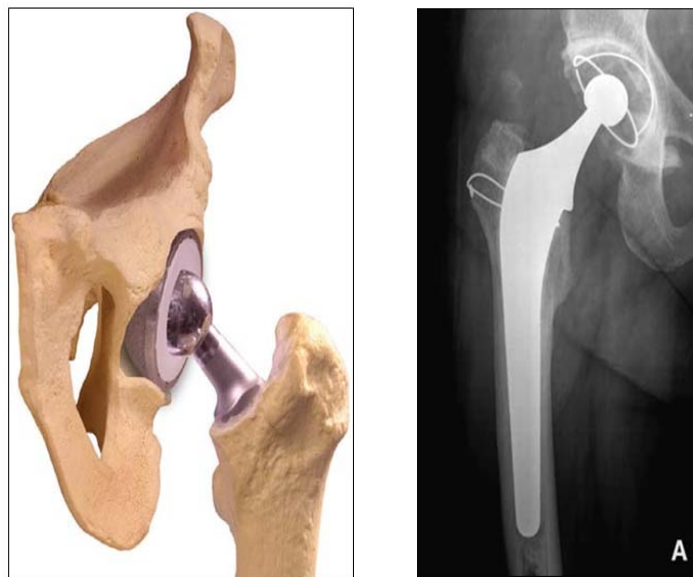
Modélisation 3D et radiographie d'une prothèse de Charnley
